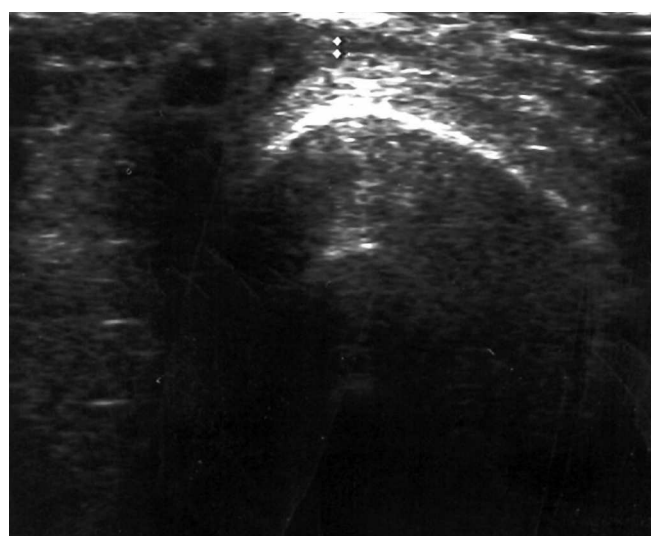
УЗИ коленного сустава через 6 месяцев после введения тромболитика.
